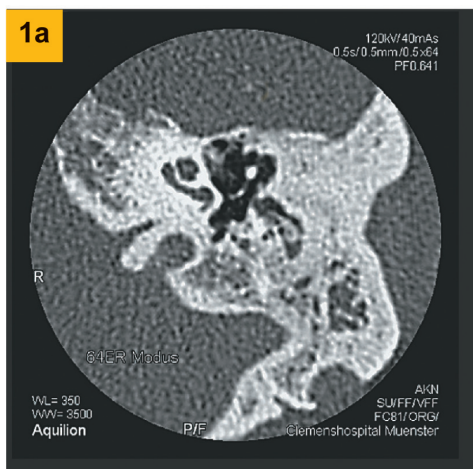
КТ основания черепа с тонкими срезами у 58-летней пациентки с прогрессирующей глухотой: сравнение визуализаций левого внутреннего слухового прохода с использованием спиральной (1a) и 128-срезовой (1b) реконструкций (E = 0,4 мЗв)
